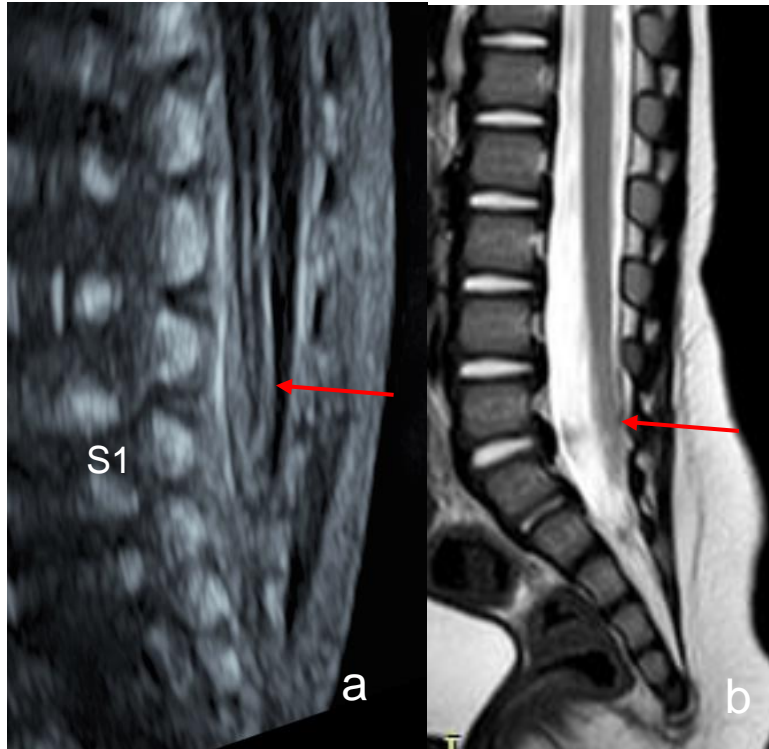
Echographie diagnostique à 29 SA + 3 jours (remerciements au Dr VAAST) en coupe sagittale sur le rachis thoraco-lombo-sacré (a). Cône terminal en position basse (flèche rouge) se terminant en regard de L5-S1 : moelle attachée basse isolée confirmée par l'IRM post-natale sous anesthésie générale en coupe sagittale en pondération T2 (b) à 4 mois.
